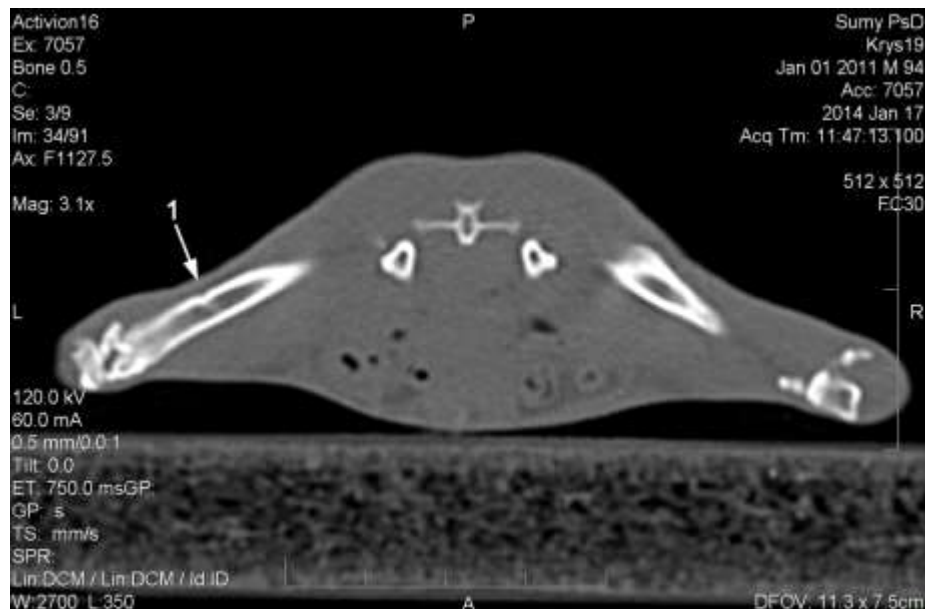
Комп'ютерна томограма стегнових кісток щура на 120-ту добу після імплантації β -ТКФ-б. Дефект у лівій стегновій кістці, заповнений остеопластичним матеріалом (1).
